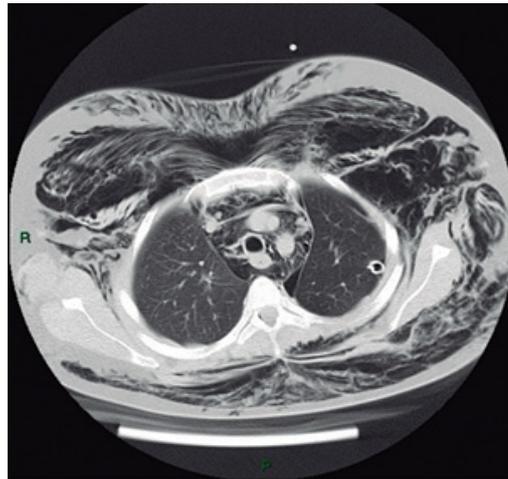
Tomografía axial computada de tórax: neumotórax izquierdo con tubo de drenaje, neumomediastino, neumopericardio y gran enfisema subcutáneo.
